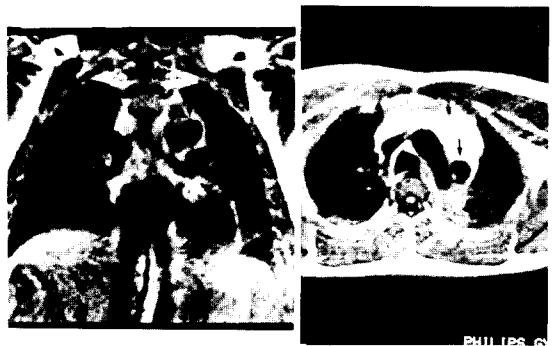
MRI shows ruptured aneurysmal sac (arrow) and owtlet orifice(cornal and transverse section).
